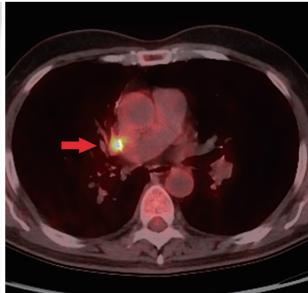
胸部診断画像(左:PET、右:PET/CT) 右肺門部にリンパ節再発と考えられる高集積部を認める(矢印)。
